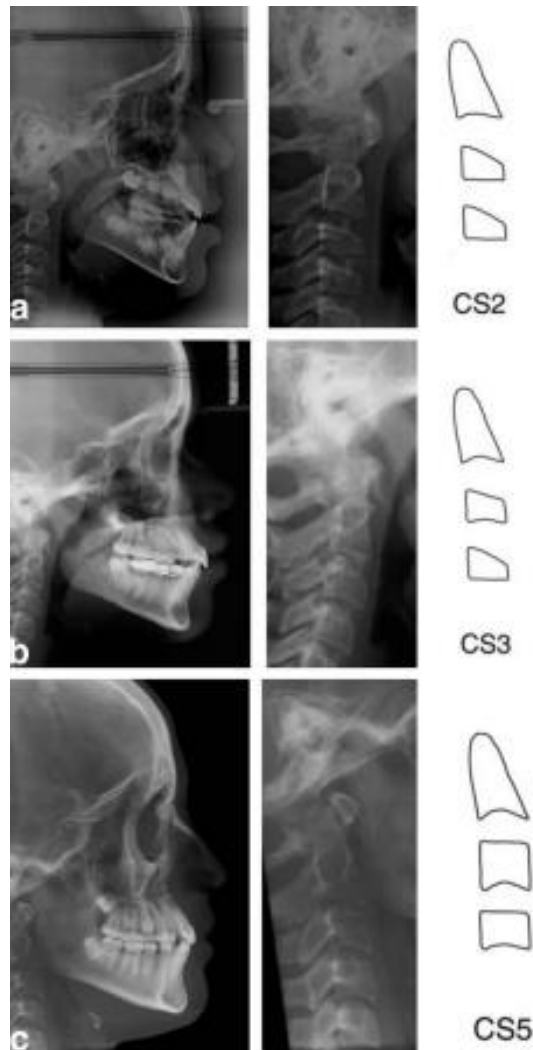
Radiografía cefalométrica lateral (tamaño completo y vista más cercana) con el estadio esquemático correspondiente de Baccetti. (a) sujeto de 9 años, (b) sujeto de 12 años, (c) sujeto de 15 años.
